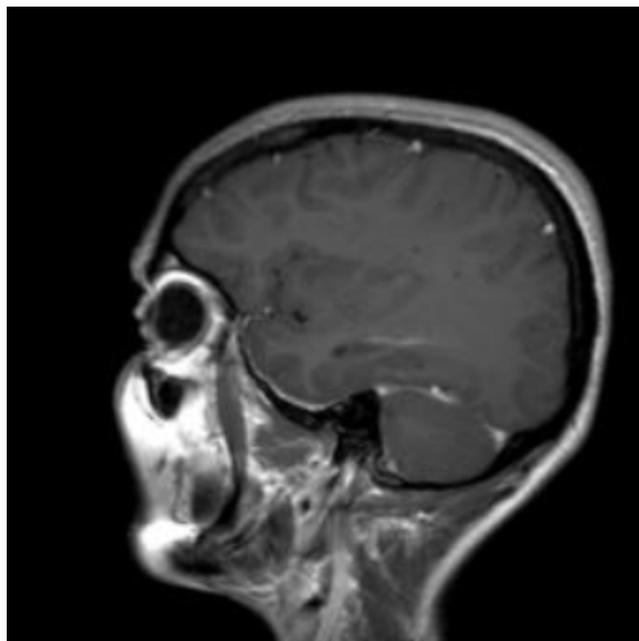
Resonancia magnética craneal, corte sagital secuencia T1 con gadolinio, que muestra realce meníngeo dural en base del cráneo en paciente con cefalea postpunción dural
